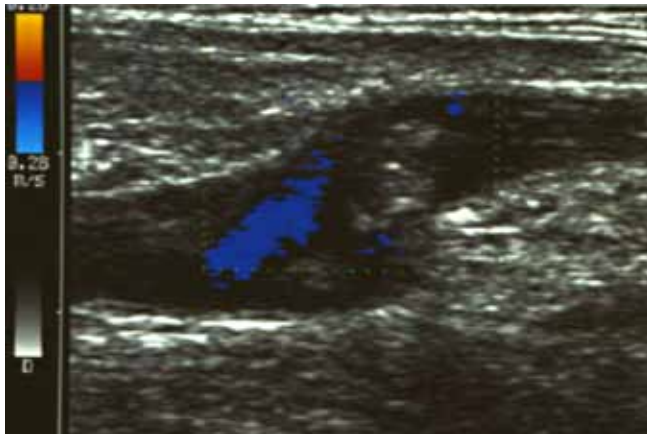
Farbduplexsonographische Darstellungen (7,5 MHz). Links oben: saphenofemorale Thrombose im Bereich der Magnacrosse. Unten: ascendierende mündungsnahe Parvaphlebitis bei 50-jähriger Patientin (Dilatation der proximalen Vena saphena parva). Bilder rechts oben: (a) Magnacrosse mit Thrombus, wegen der Klinik weiter distal vermutet. (b) Thrombosierte Perforansvene. (c) Kompressionssonographie der Vena saphena magna linker Oberschenkel mit Thrombus.
